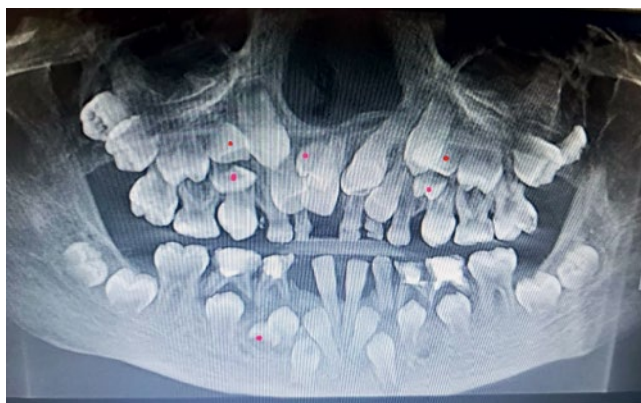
Ортопантомография верхней и нижней челюсти
